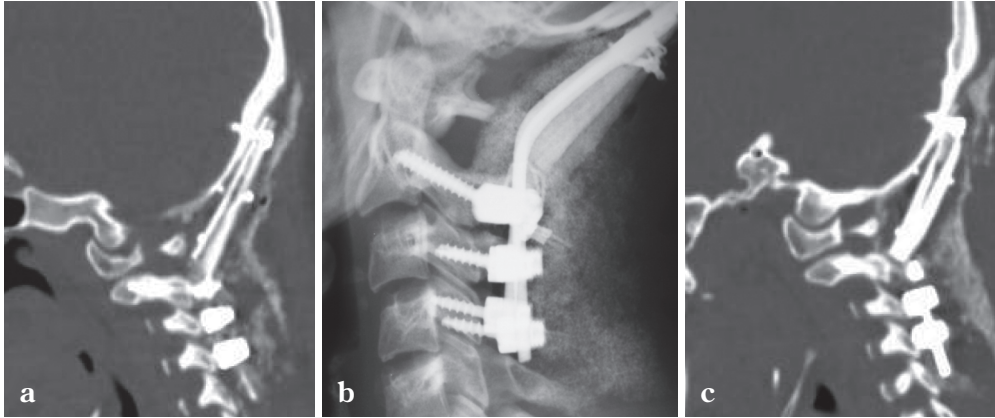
Cervical X-ray and reconstructed 2D-CT scan images after 6 months
